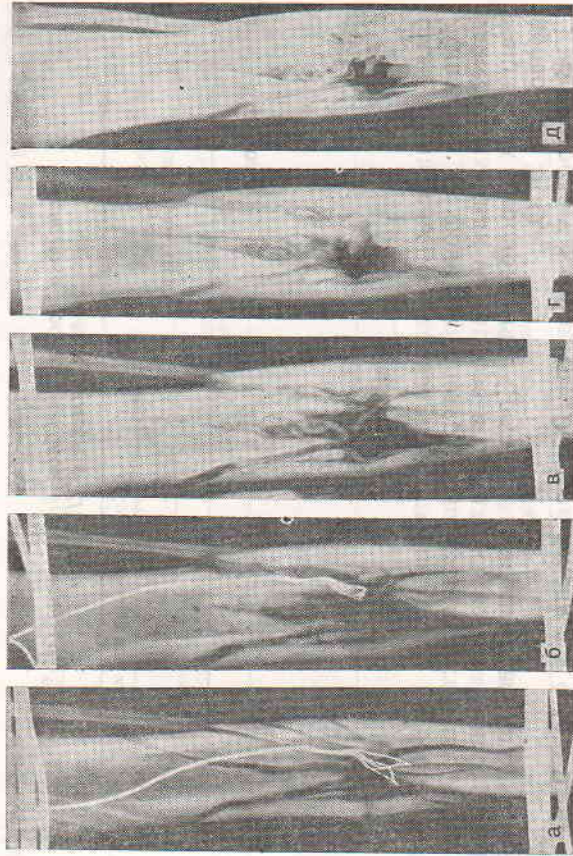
Рентгенограммы после огнестрельного перелома, первичной хирургической обработки и внешней чрескостной фиксации в эксперименте (а), через 2 (б), 4 (в), 6 (г) и 8 (д) нед ЭСО. Сращение по оптимальному типу.
